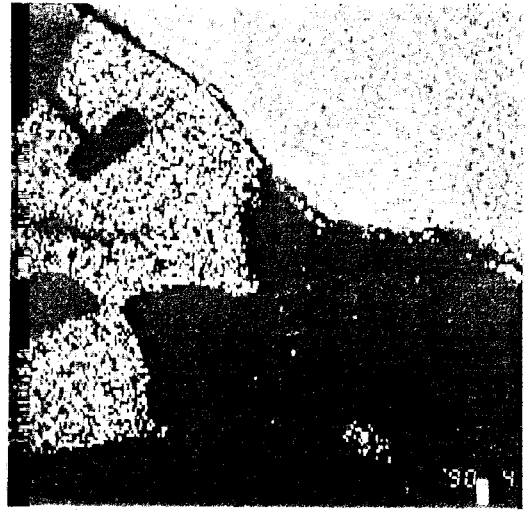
X-ray map, detecting calcified substance formed between hydroxyapatite artificial root and bone or fibrous tissue interface.
